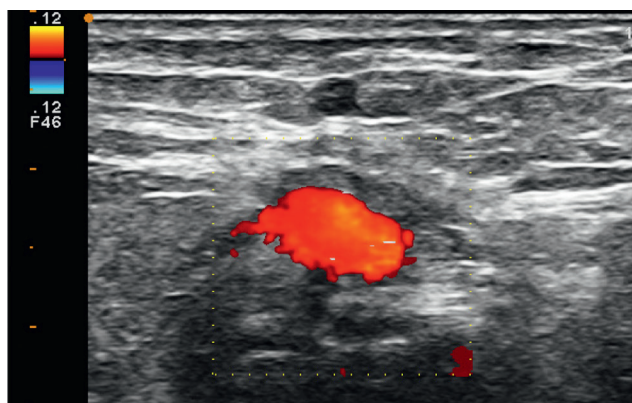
Cordon spermatique, orifice inguinal externe. Veine testiculaire : dilatation, reflux spontané en Doppler mode couleur.
